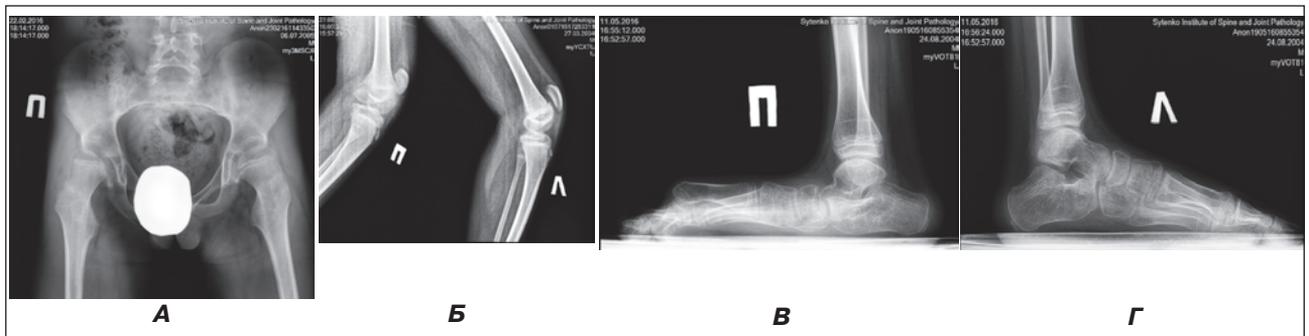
Ребенок Б., 8 лет. Фотоотпечатки рентгенограмм тазобедренных и коленных суставов и стоп в дооперационном периоде: А — определяется подвывих обоих бедер, соха valga, подвывих бедер, D > S; Б — высокое стояние надколенников, сгибательная контрактура коленных суставов; В и Г — эквино-плоско-вальгусная деформация стоп, D > S
